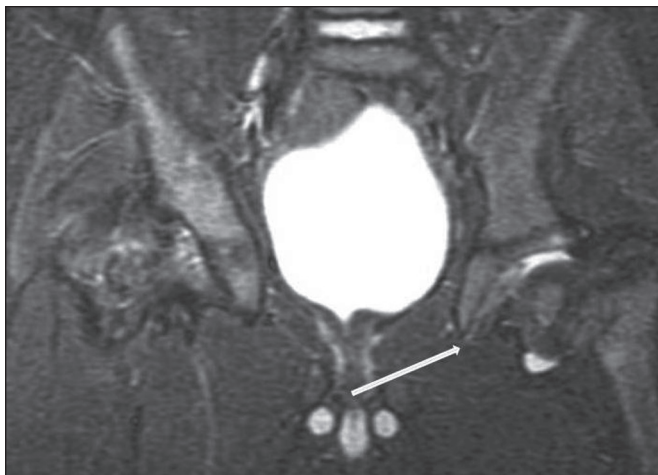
RM, sequência STIR coronal do quadril demonstrando sinais de acentuada epifisiólise. Nota-se ainda moderado derrame articular.
